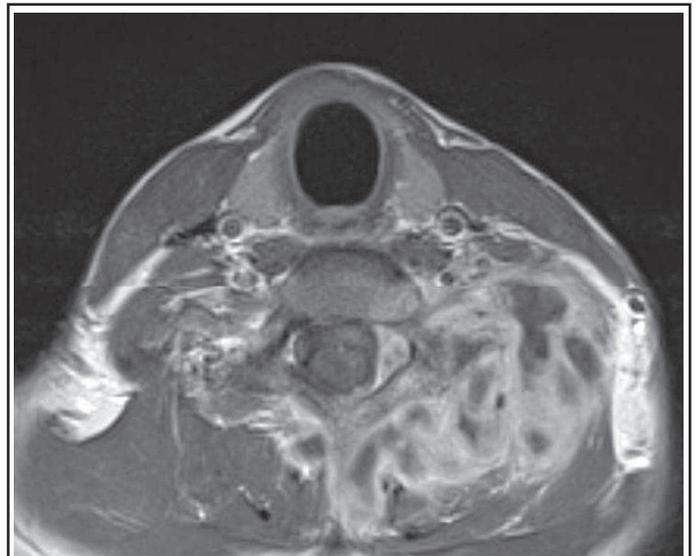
IRM : coupe axiale de la région cervicale pondérée T1 avec injection de gadolinium, mettant en évidence de multiples collections liquidiennes latéro-cervicales gauches, avec extension épidurale latérale gauche. Discrète prise de contraste à hauteur de l'hémivertèbre C7 gauche.
